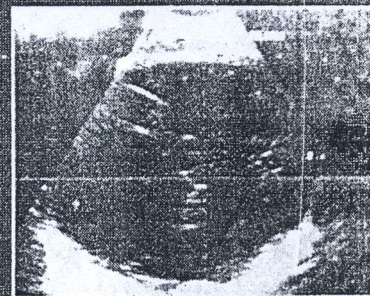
Ultrasonido Transvaginal
